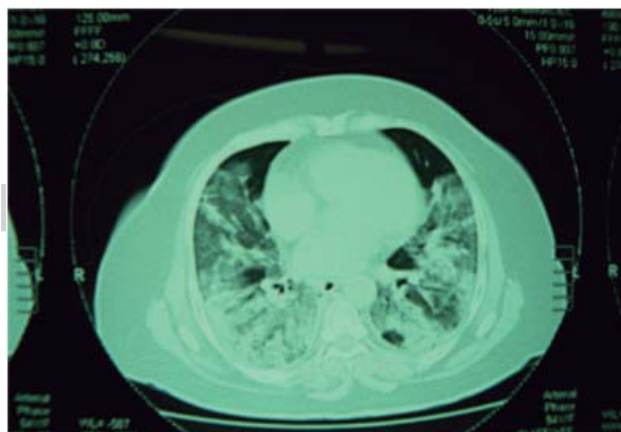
Tomografía de tórax de la misma paciente de la figura 1 con neumonía.
